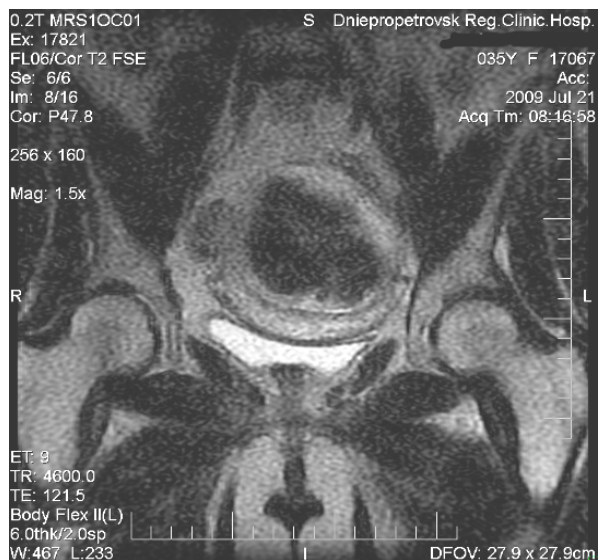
Вигляд лейоміоми матки до лікування (МРТ, T₂)
